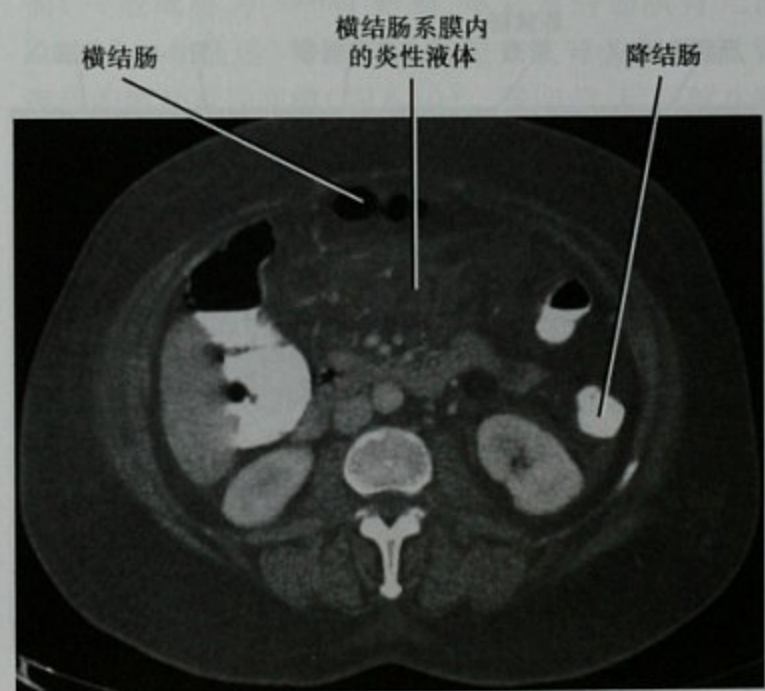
急性胰腺炎患者腹部横断位增强 CT 扫描,显示炎症扩散至横结肠系膜
